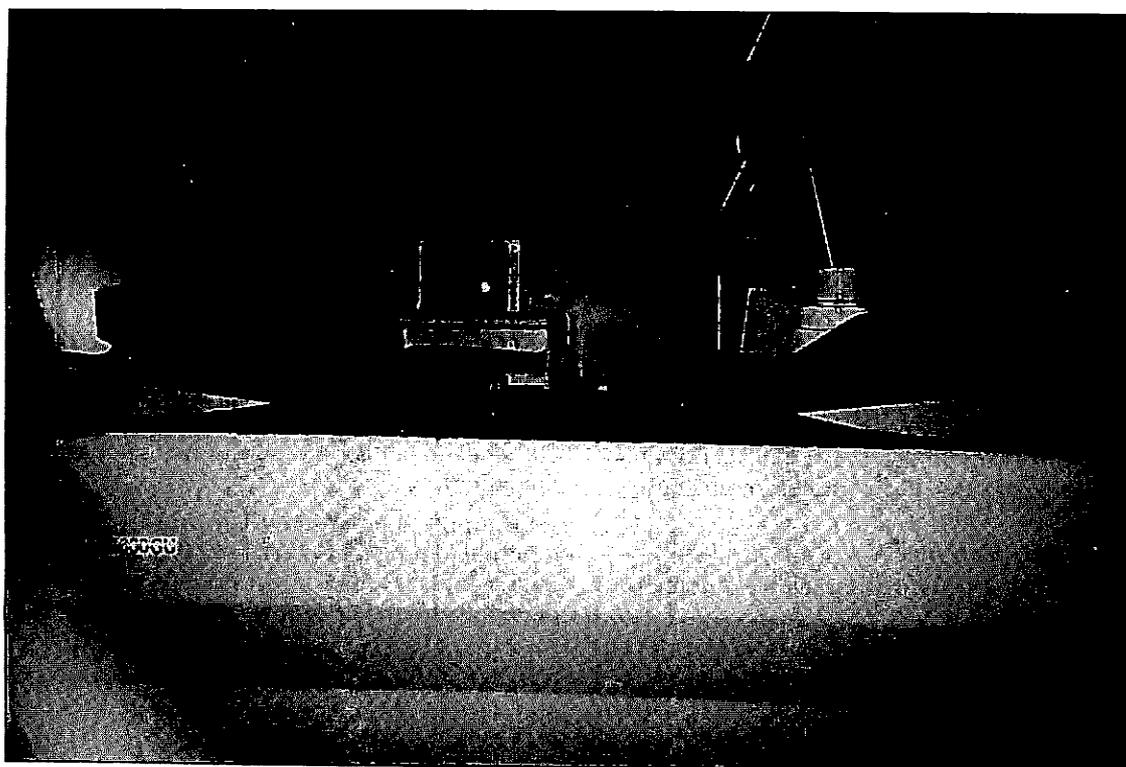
Lithotriporteur Sonolith 3000. Ondes de choc. Repérage échographique.
